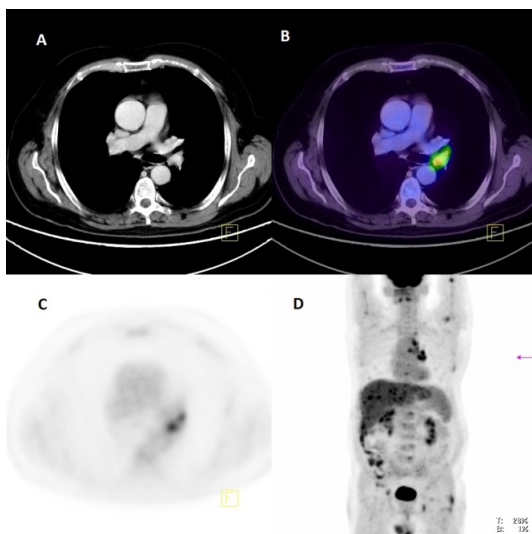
A) Imagen de TC. Imagen nodular parahiliar izquierda. B) Imagen de PET-TC. C) Imagen de PET. D) Reconstrucción de proyección de máxima intensidad (MIP). Además de las lesiones ya descritas, se aprecian metástasis óseas y hepáticas
